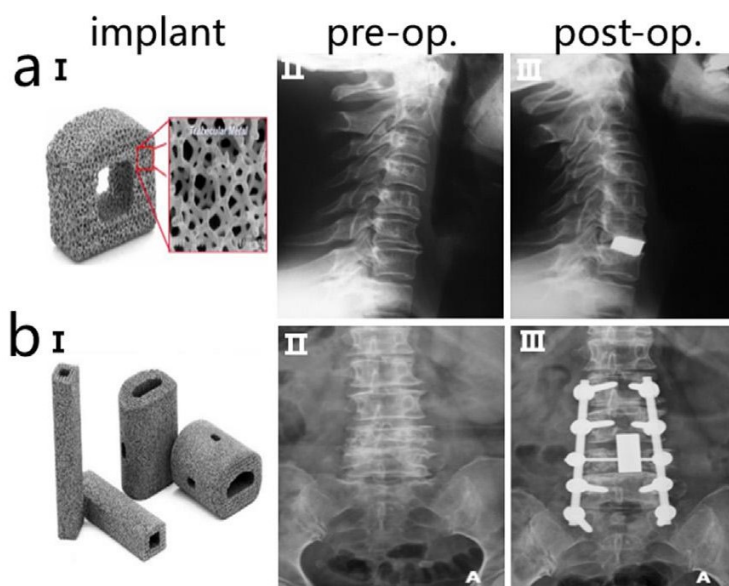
Impianti spinali con radiografie pre e post-operatorie: a) distanziatore cervicale in Ta poroso e b) distanziatore lombare in Ta poroso.
